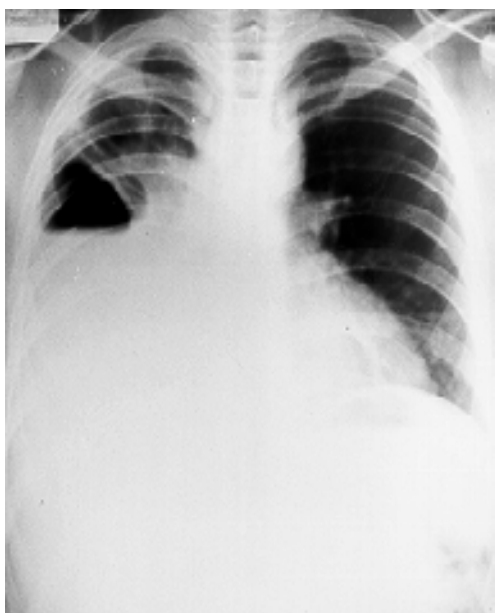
Caso 2: Radiografía de tórax en la que se aprecia hidroneumotórax derecho.
